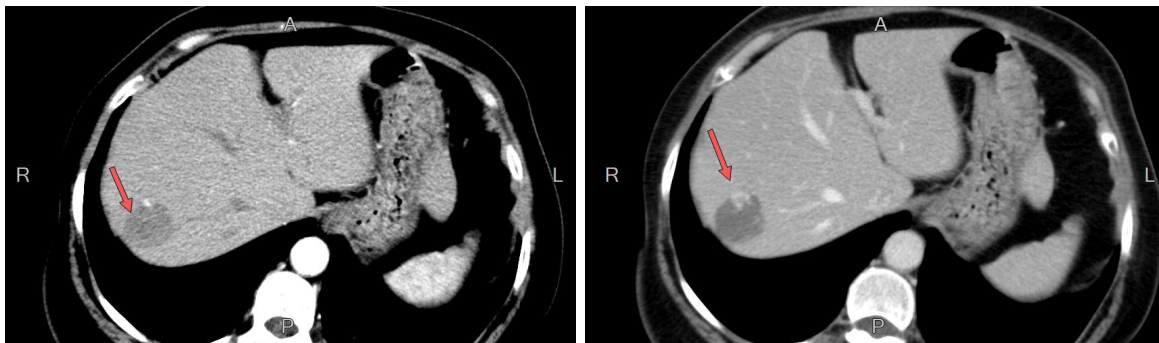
Комп'ютерні томограми з контрастуванням: гемангіома печінки в артеріальну фазу (візуалізація артерії) і паренхіматозну фазу (накопичення контрастної речовини) у гемангіомі
